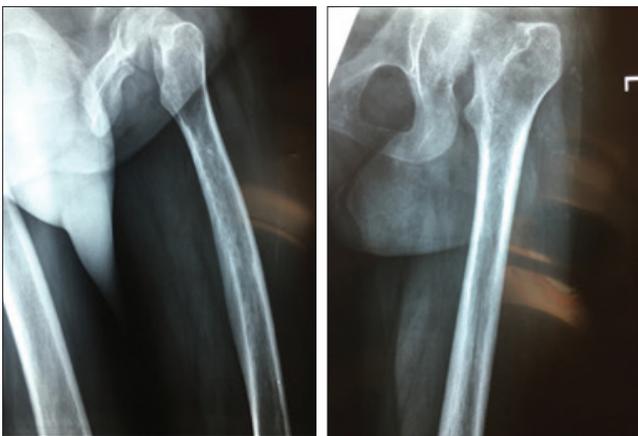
Пациентка N., 35 лет, с переломами шеек обеих бедренных костей. Новообразование в метадиафизе бедренной кости имеет нечеткие контуры, значительную протяженность по длине кости. Рентгенограмма, прямая и боковая проекции
